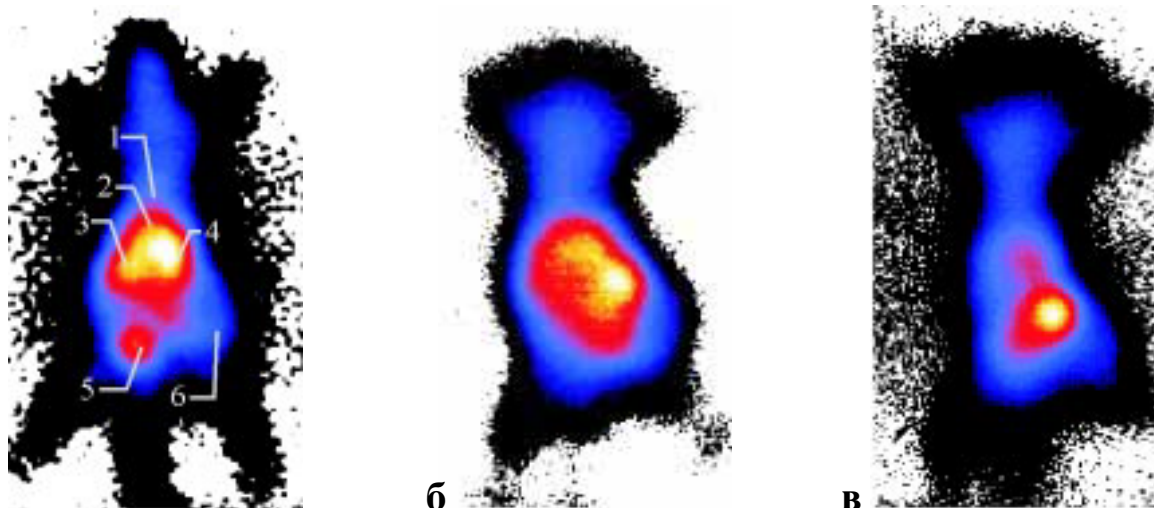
Сцинтиграфічне зображення щурів з ^{99m}Tc -технетрилом: а — анатомічні орієнтири: 1 — проекція серця, 2 — печінки, 3 і 4 — ліва та права нирки відповідно, 5 — сечовий міхур, 6 — проекція пухлини; сцинтиграфічне зображення тварини на 120-й хв: б — I групи; в — III групи
